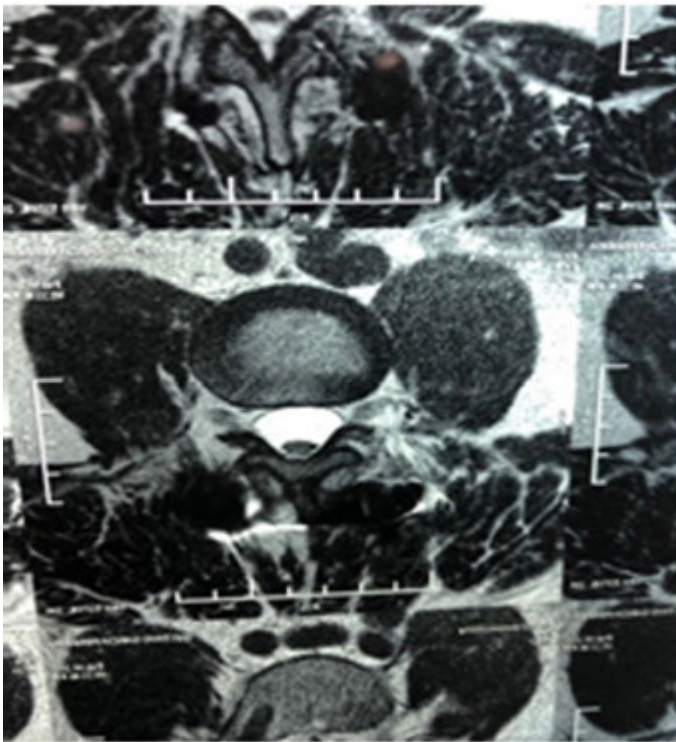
Ressonância magnética.
